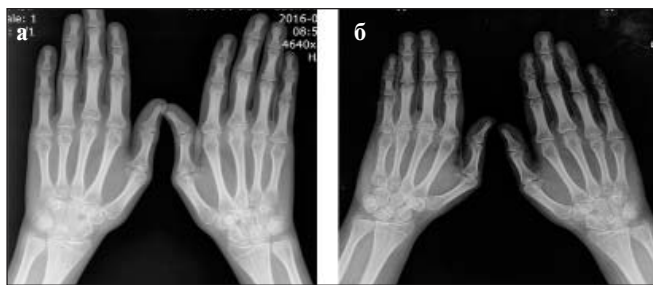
Рентгенограммы кистей до (а) и после 5 курсов (б) лечения РТМ
